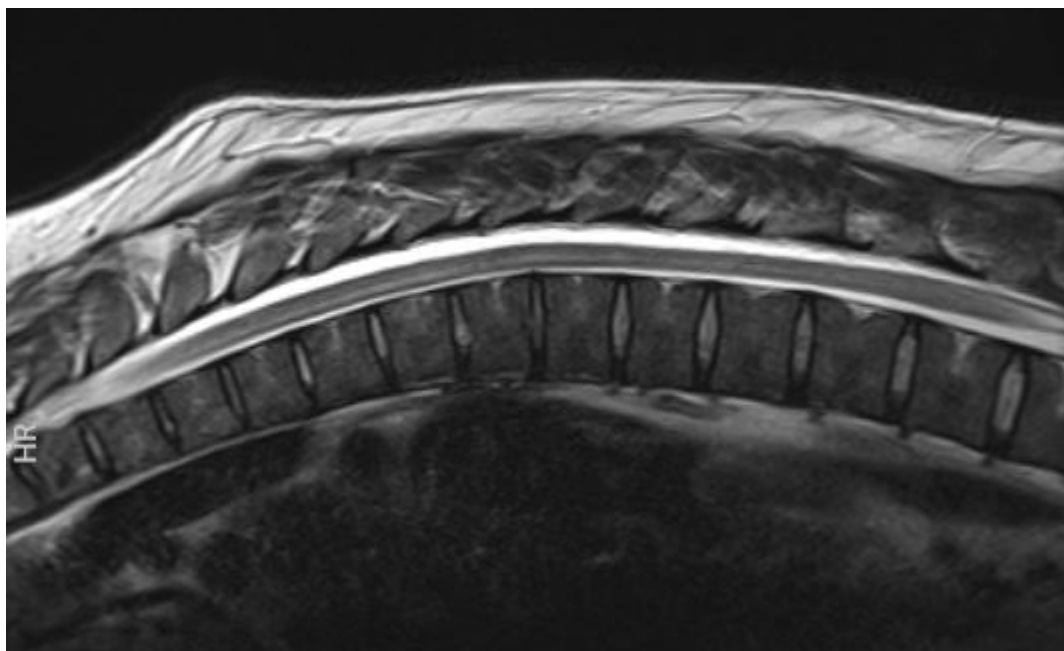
Ressonância Magnética de coluna torácica, em ponderação T2.
